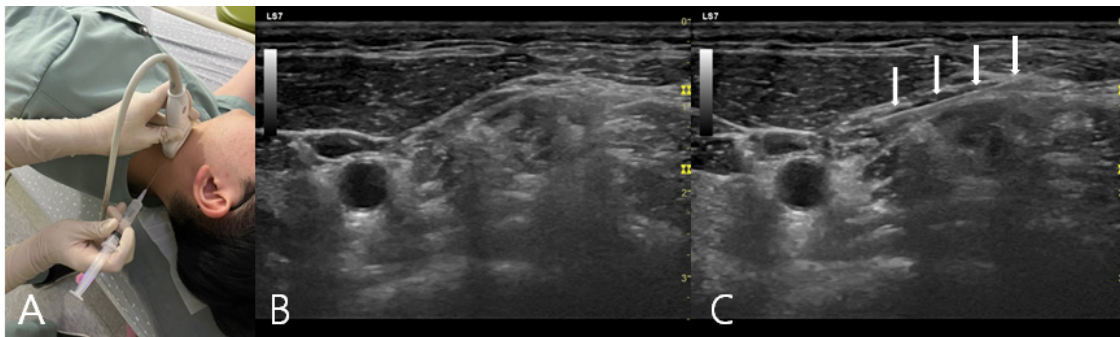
The treatment method of ultrasound-guided pharmacopuncture. (A) Image of applying pharmacopuncture on patient, (B) ultrasound image of SCM muscle on 5th cervical vertebra level in transverse scan. (C) Ultrasound image hydroreleasing of SCM investing fascia. Arrows indicate pathway of needle. SCM: sternocleidomastoid muscle.
